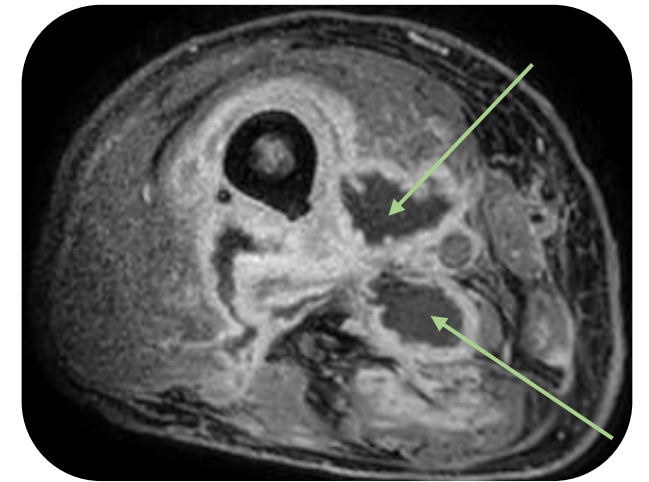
RM secuencia T1 con sat grasa y gadolinio: Múltiples colecciones necróticas en el interior de los vientres musculares de la celda posterior del muslo, que captan contraste periféricamente, en relación con mionecrosis abscesificada (flechas).
